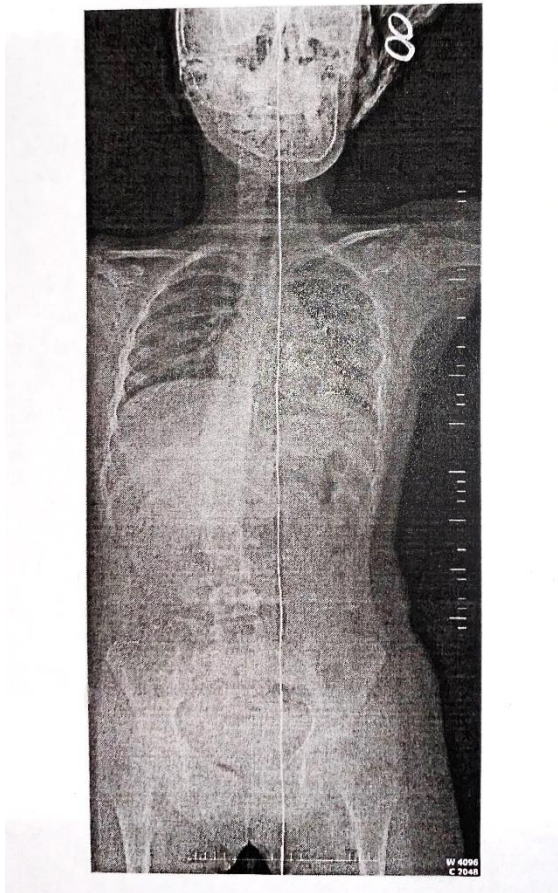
RTG říjen 2020 - celá páteř (zdroj vlastní)
